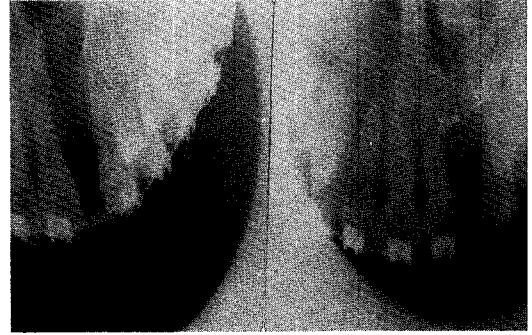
cleft alveolus 환자에서 술전 술후 1개월된 방사선사진으로서 잘 치유되고 있는 모습을 관찰할 수 있다.
